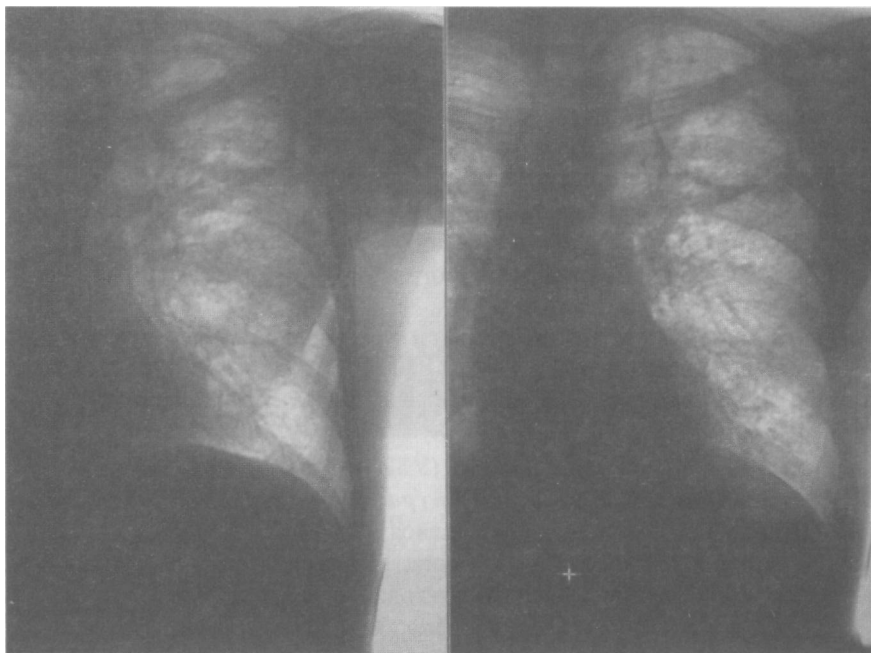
Цифровая рентгенограмма левого легкого с наличием каверны
